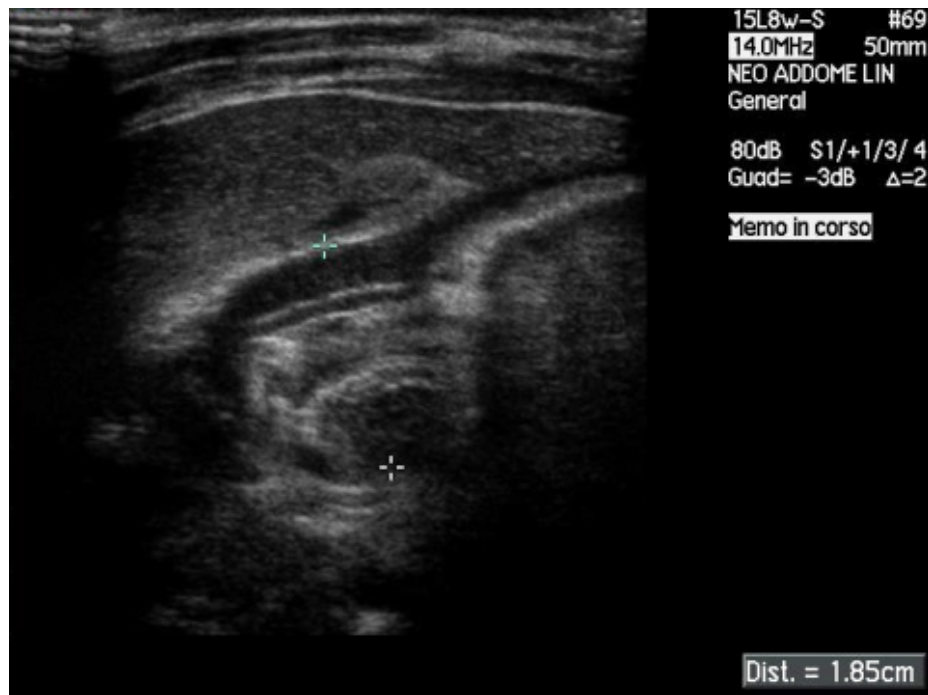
Reperto ecografico di stenosi ipertrofica del piloro. La scansione longitudinale del canale pilorico mostra ispessimento della tonaca muscolare (4mm), aumento del diametro complessivo del piloro stesso (18,5 mm) ed aumento della lunghezza del canale (22 mm).
